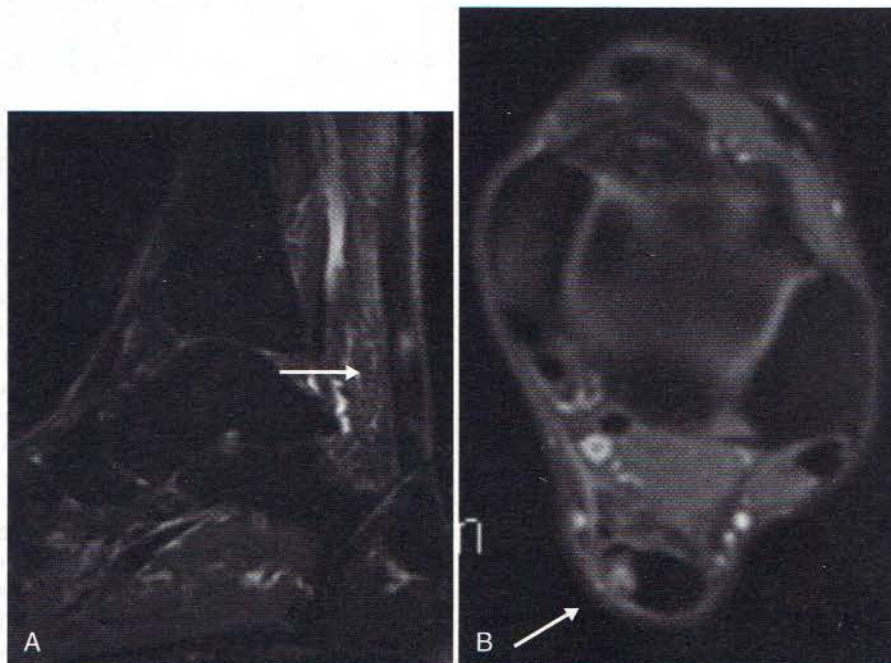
Tendinopatia achileană. IRM sagitală (A) și axială (B) ale gleznei, ponderate T2, cu supresie a grăsimii, indicând o îngroșare difuză și un semnal intensificat la nivelul tendonului lui Achile, conforme cu tendinoza achileană. Pacientul era un ultramaratonist în vârstă de 42 de ani, care s-a prezentat cu un episod acut de durere de călcâi posterior cronică.
